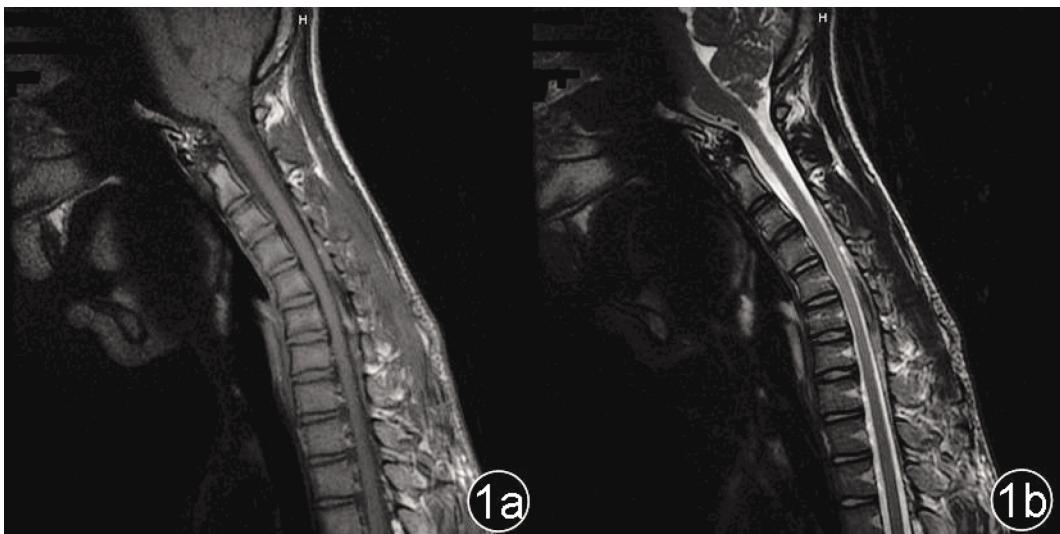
16岁男性平山病患者矢状位MRI照片 1a:颈椎前屈位T1WI矢状位;1b:颈椎前屈位T2WI矢状位。低位颈髓明显变扁,硬膜囊后壁拉紧,背侧硬膜外间隙增宽,呈“新月”形等T1等T2信号,内见条状流空信号。
